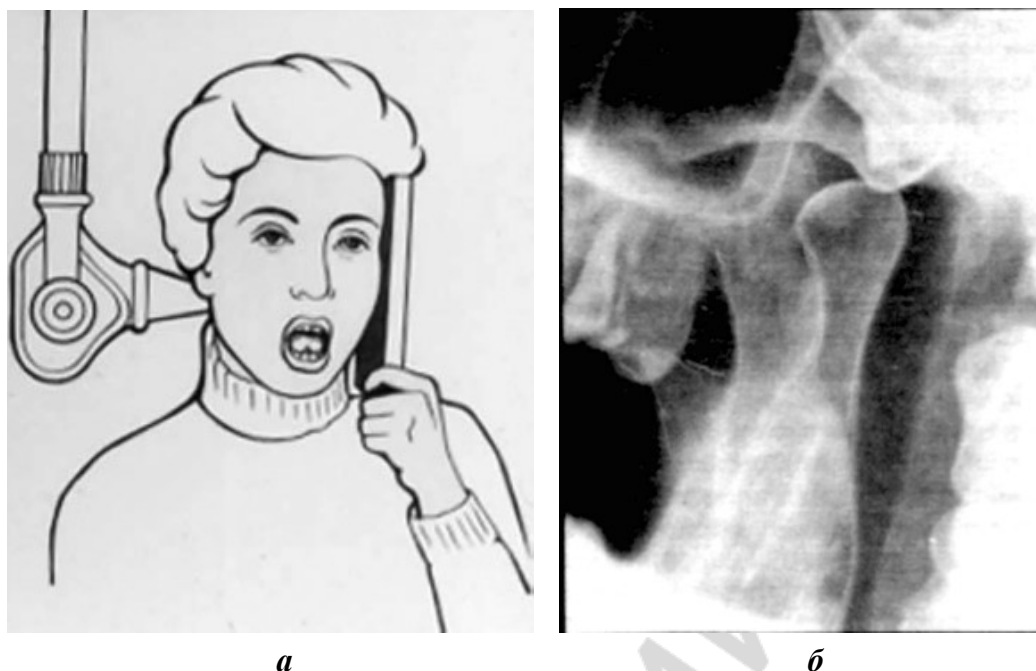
Рентгенография ВНЧС по методике Пордеса–Парма:
